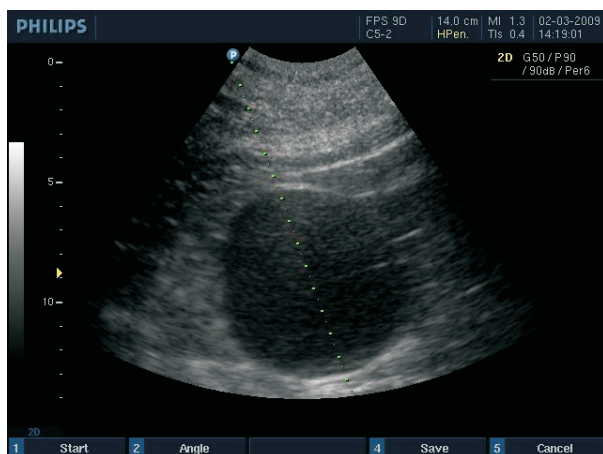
Tabloul ecografic al chistului renal
